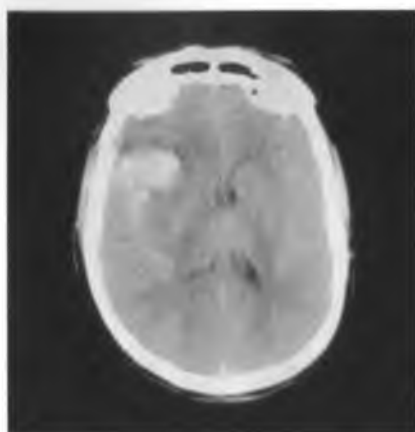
Томограмма показывает субарахноидальное кровоизлияние (арахноидальная оболочка из оболочек мозга), являющееся результатом разрыва кровеносного сосуда. Кровоизлияние — это светлое пятно в правой половине мозга (левой на снимке). Оно выглядит белым, поскольку кровотечение было значительным, а кровь поглощает больше радиации (излучения), чем обычная мозговая ткань (Radiography Dept., Royal Victoria Infirmary, Newcastle-upon-Tyne; Simon Fraser, Science Photo Library/Photo Researchers, Inc.)
